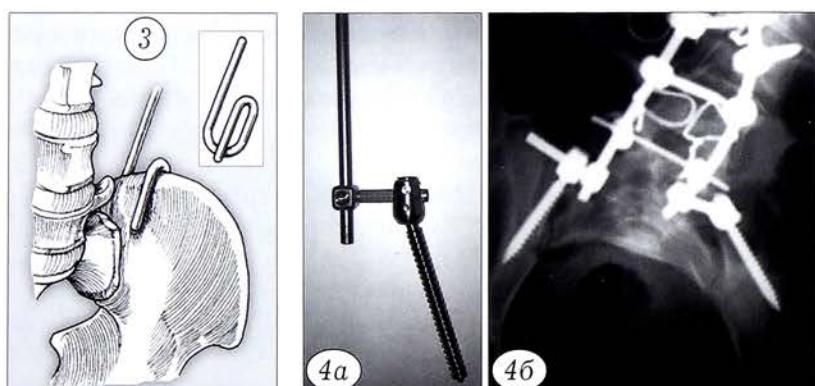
Внешний вид узла пельвик-фиксации (а) и рентгенограмма каудального отдела металлоконструкции (б) с оффсетным коннектором.
